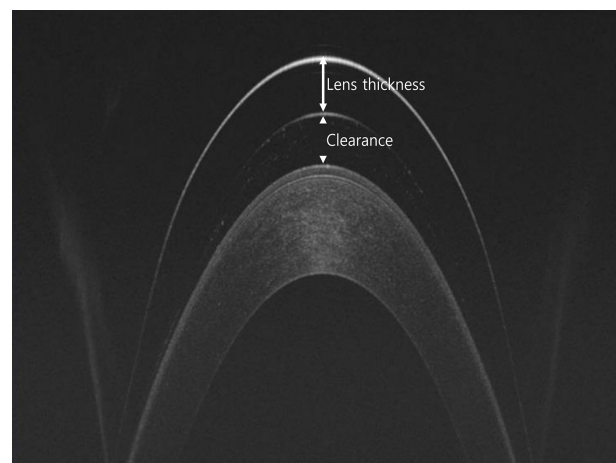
Corneal clearance after fitting of miniscleral contact lens. Optical coherence tomography section was used to define precorneal tear reservoir thickness profile compared with lens thickness. The central thickness of miniscleral lenses ranges from 250 μm to 350 μm .
